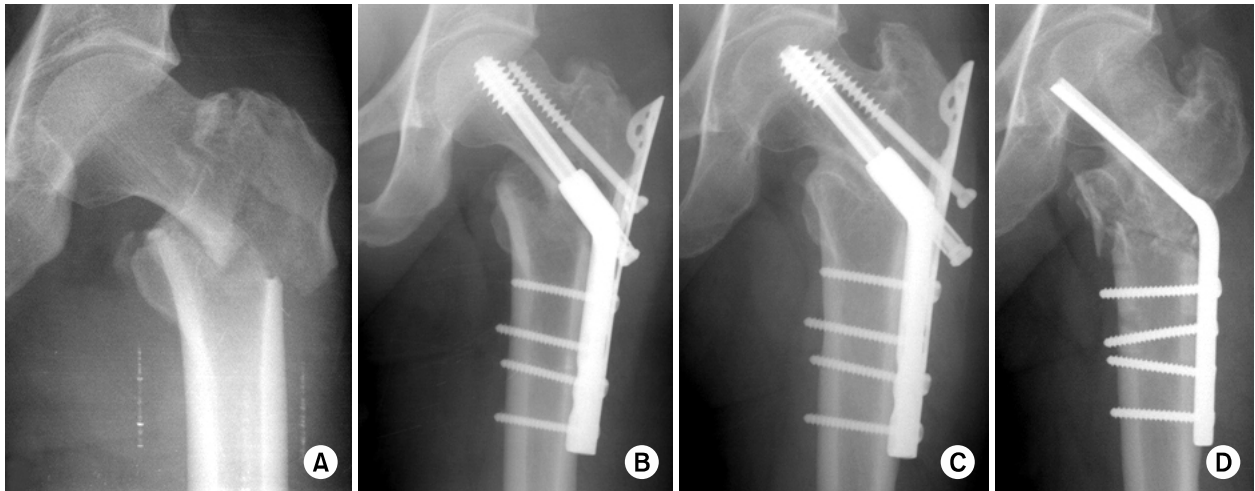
Antero-posterior radiographs of the left hip of a 59-year-old man. (A) Preoperative radiograph showed 31-A3. Reverse oblique intertrochanteric fracture. (B) Immediate postoperative radiograph after fixation. (C) Varus deformity was shown at postoperative two years. (D) Refixation was performed with a 130 angle blade plate.
